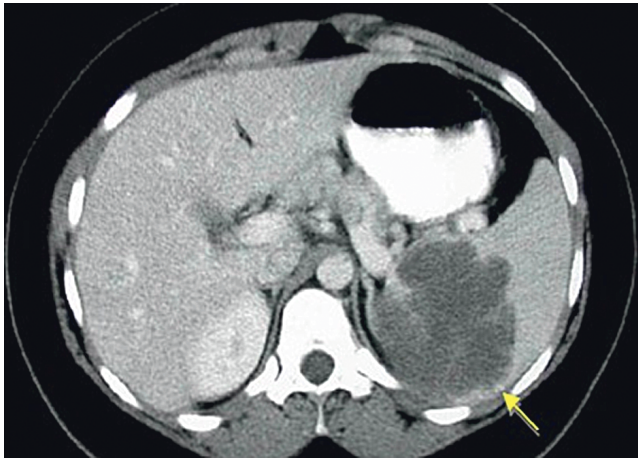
На компьютерной томограмме поражение селезенки при лимфогранулематозе
